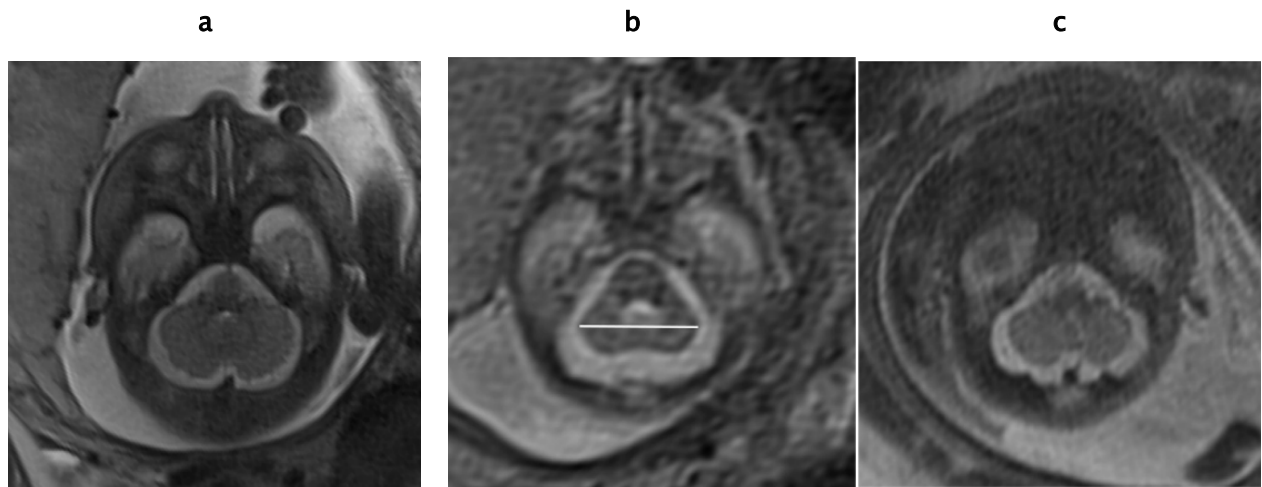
IRM en séquence T2 axiale d'une fosse cérébrale postérieure d'un fœtus à 21 SA (a), 29 SA (b) et 36 SA (c). Les images axiales (a, b) permettent la mesure du diamètre transversal du cervelet [6].
